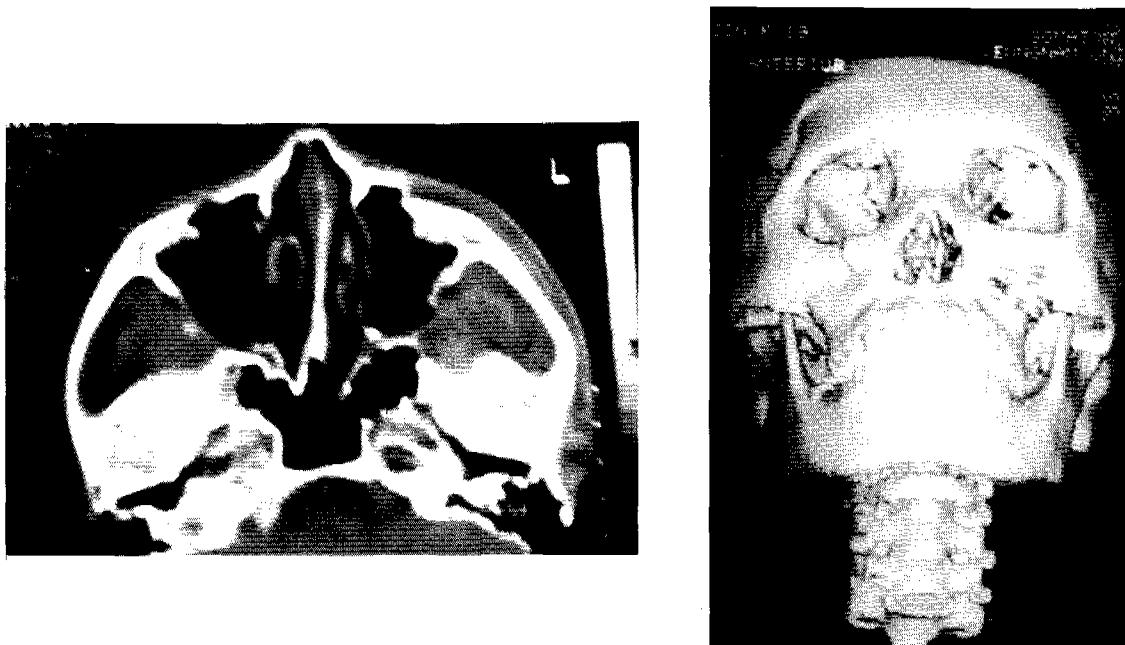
Evaluation of bony deformities by CT(left) and 3-dimensional CT(right).
